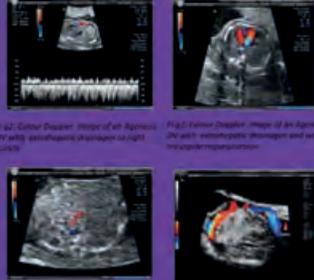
Color Doppler image of an Agnesis DV with suprahepatic drainage to right sinus.
